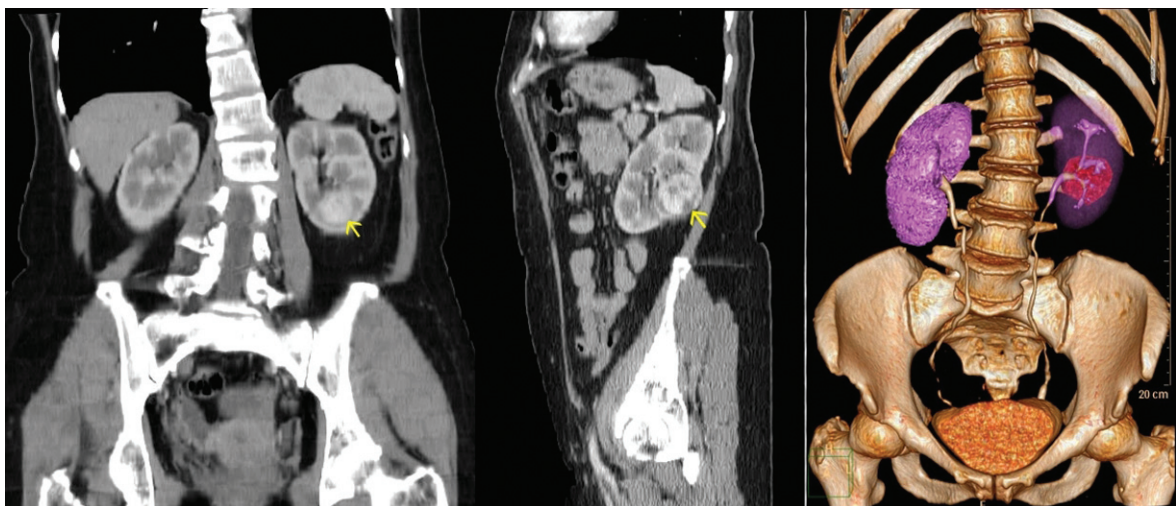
TC abdominal con contraste endovenoso que muestra un tumor a nivel del riñón izquierdo. (a) MPR coronal; (b) MPR sagital, (c) reconstrucción volumétrica 3D.
